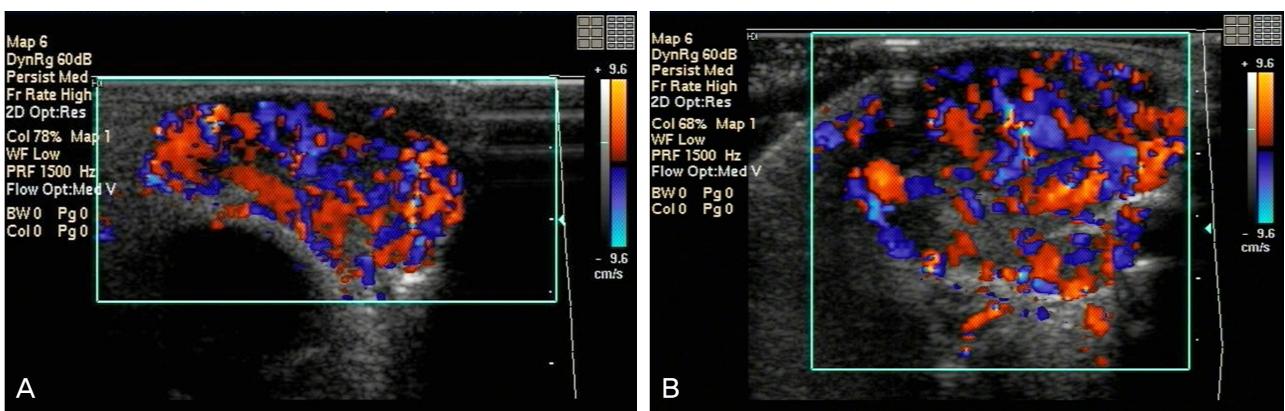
Color Doppler imaging of the nasal aspect of the right lower eyelid. (A) At the first visit, the image of the nasal aspect of the right lower eyelid demonstrated an intraorbital hypoechoic lesion (1.8×1.2 cm) with regular border and multiple intercalating networks of blood vessels within (arrow). (B) 3 months after the first visit, it was found that the size of the mass had increased (2.4×2.6 cm).
